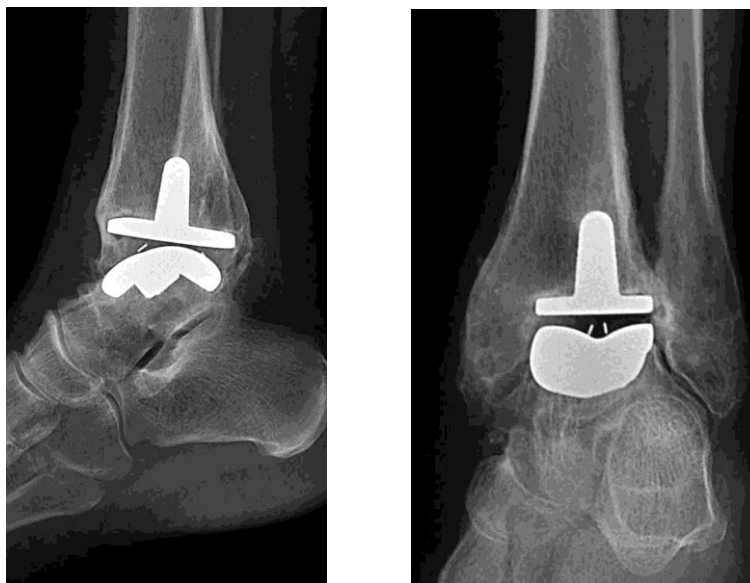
Позиционирование большеберцового компонента эндопротеза с наличием угла в 5° , открытого кпереди, на послеоперационных рентгенограммах больной А., 37 лет
